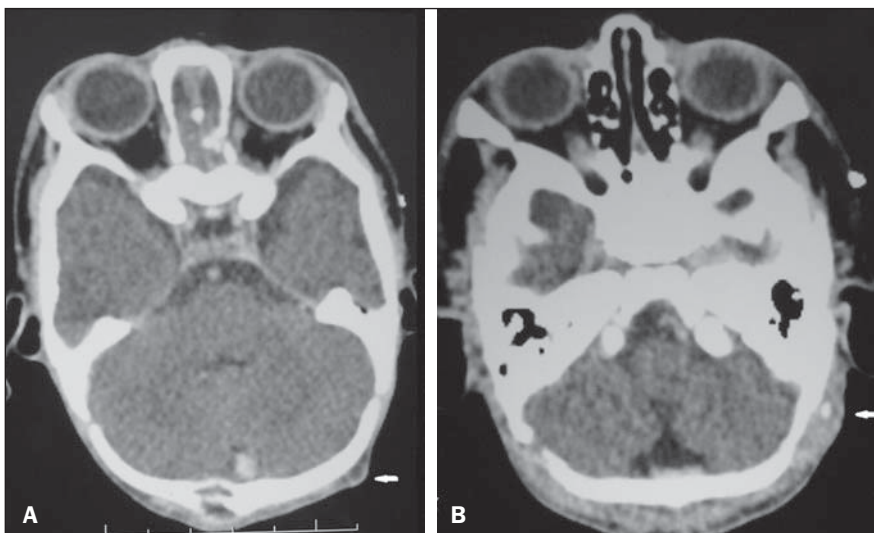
Tomografia computadorizada. A: Nódulo hipodenso na região occipital esquerda. B: Aspecto do realce tardio na região central dos nódulos.
